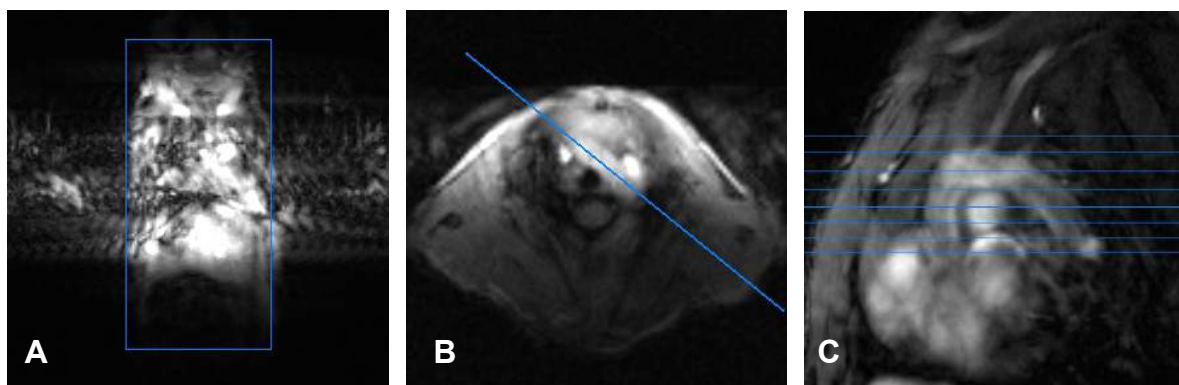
Planungen der MRT-Messungen mit Localizern
